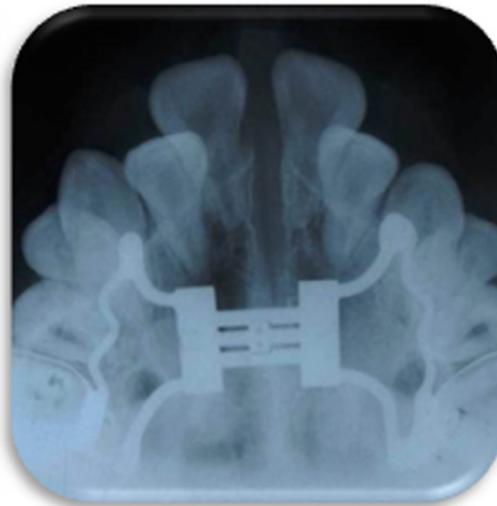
Radiografía oclusal, donde se observa la separación de la sutura palatina.<sup>16</sup>
